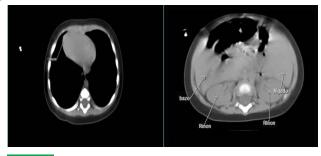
Tomografía simple toraco-abdominal. Corte axial.
